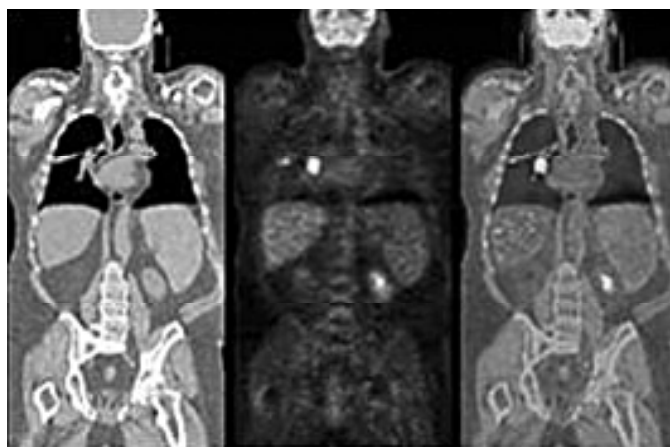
Совмещение компьютерной рентгеновской и позитронной эмиссионной томографии в одном приборе: а – КТ; б – ПЭТ; в – КТ+ПЭТ.
